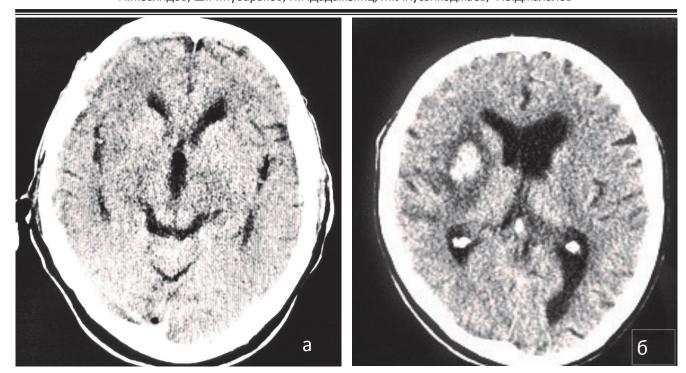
КТ головного мозга больной П.,61 лет с диагнозом ОНМК по ишемическому типу в бассейне СМА спрва. КТ головного мозга при поступлении (a); КТ головного мозга на 3-и сутки после ТЛТ (б).
